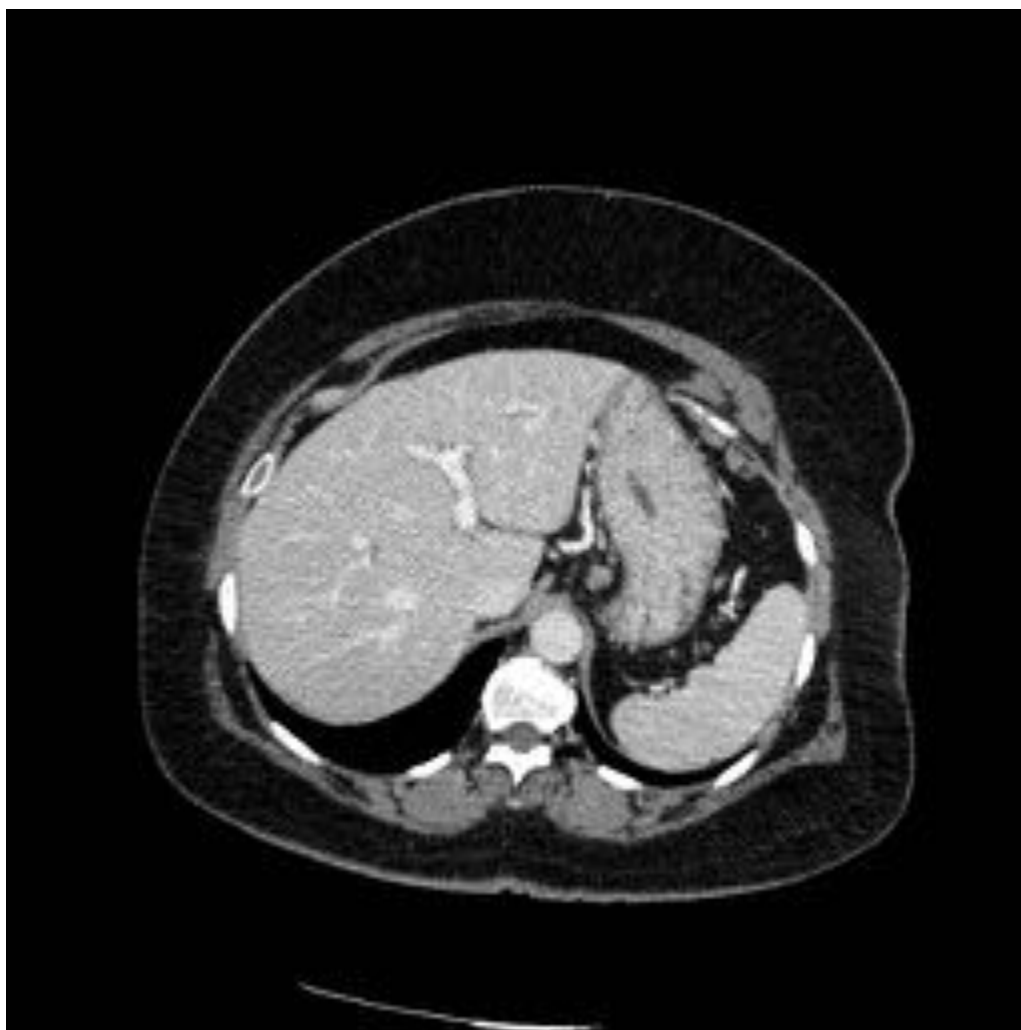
Mujer de 56 años con adenocarcinoma de sigma sobre pólipo con base afectada. TC abdominal previo a inicio de tratamiento con XELOX (capecitabina y oxiplatino). Parénquima hepático de densidad normal.
